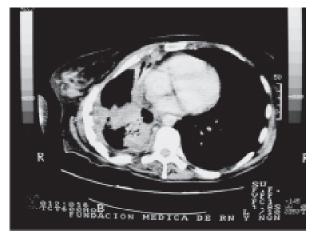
Tomografía axial de tórax. Derrame pleural derecho, con desviación del mediastino; adenomegalias mediastinales que predominan a nivel anterior. Imágenes micronodulares en ápice del pulmón derecho, y en segmento basal medial del lóbulo inferior izquierdo, de aspecto inespecífico, compatibles con secundarismos.
